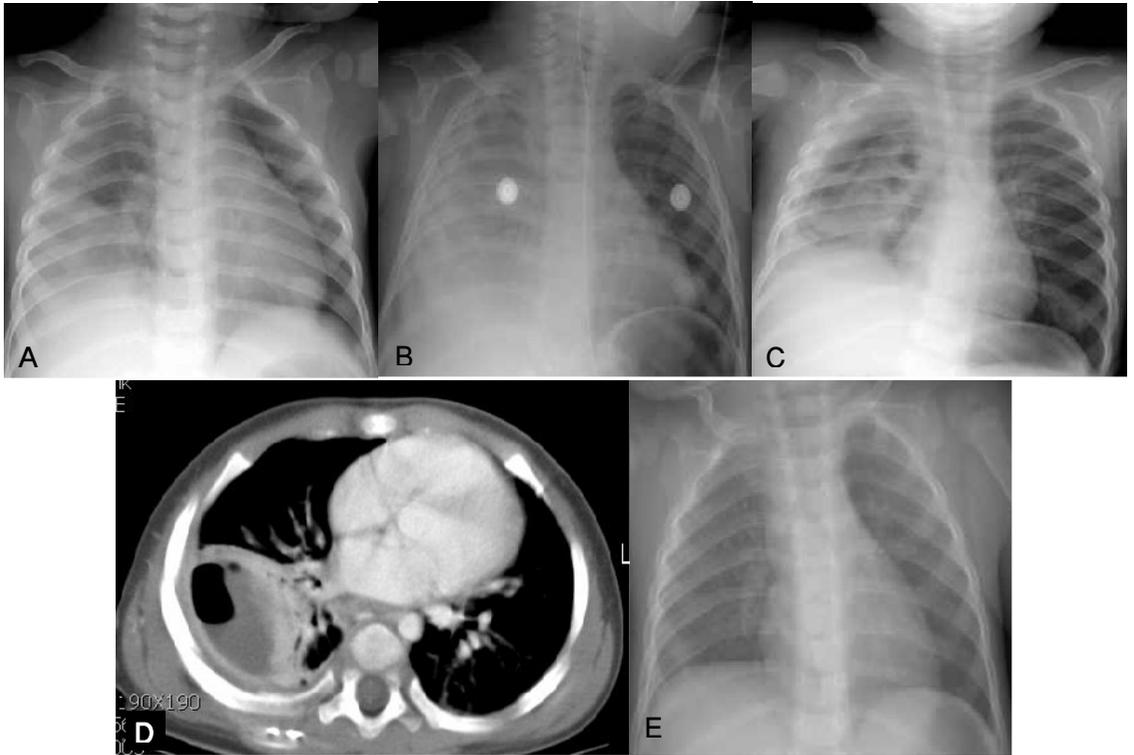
Initial chest x-ray showed consolidations with suspicious pleural effusion on the right lower lung (A). This finding was rapidly progressed on the 2nd hospital day(B) and complicated with pneumatoceles on the 9th hospital day(C) and abscess formation on the 21st hospital day(D). Chest X-ray showed no residual complications on both lungs at 3 months after discharge(E).
